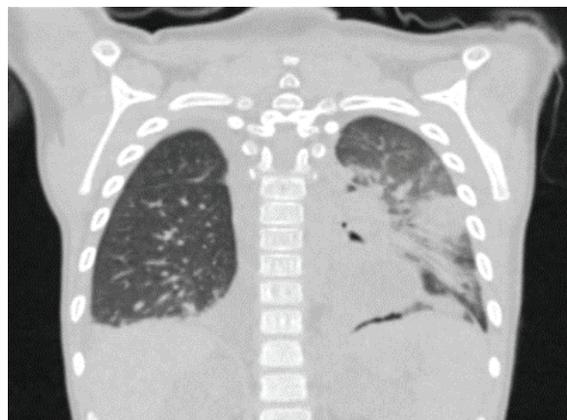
TC tórax con contrastaste EV en reconstrucción coronal en ventana pulmonar donde se evidencia área de consolidación con broncograma aéreo, que compromete lóbulo inferior del lado izquierdo así mismo derrame pleural derecho.
